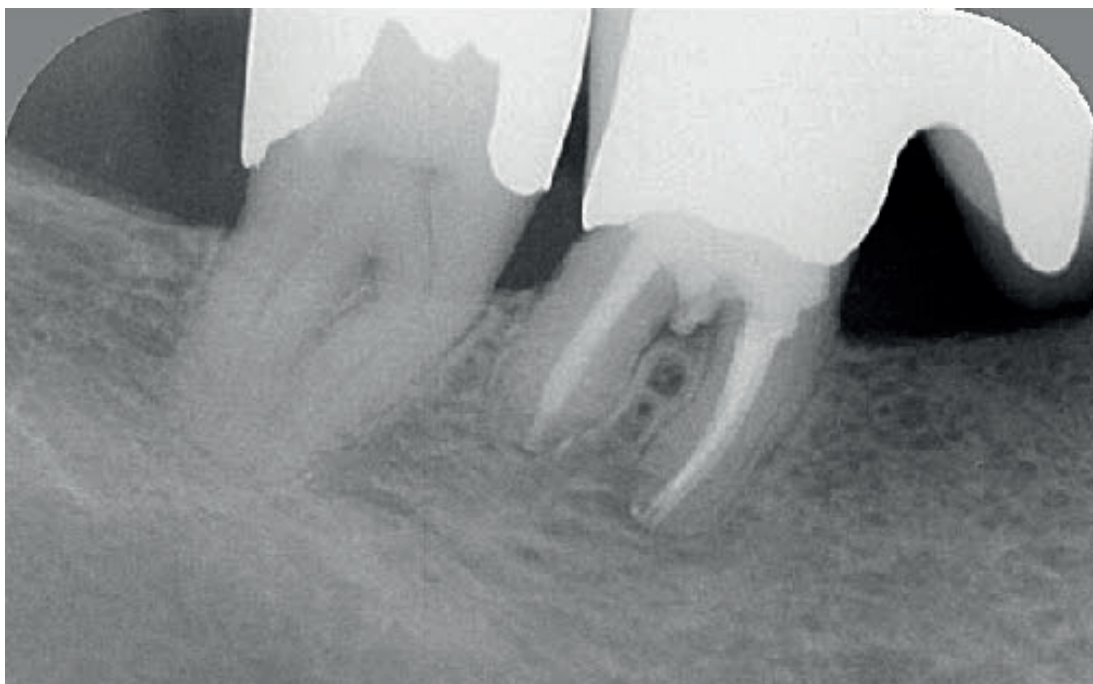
Die 2-Jahres-Recall-Röntgenaufnahme vom 10.03.2008 zeigt eine deutliche knöcherne Regeneration im Bereich der ehemaligen Perforationsstelle.
